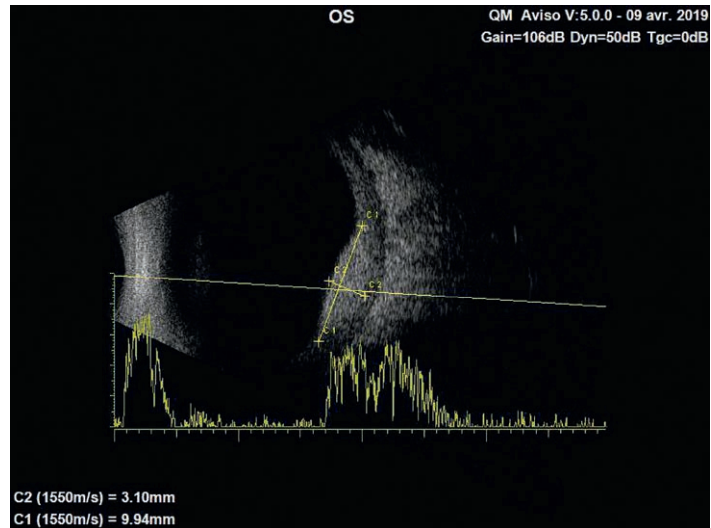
Échographie en mode B (20 Mhz) couplée au mode A. Masse choroïdienne biconvexe hyperéchogène dont les contours sont doux et indistincts, homogène avec une structure interne régulière.
